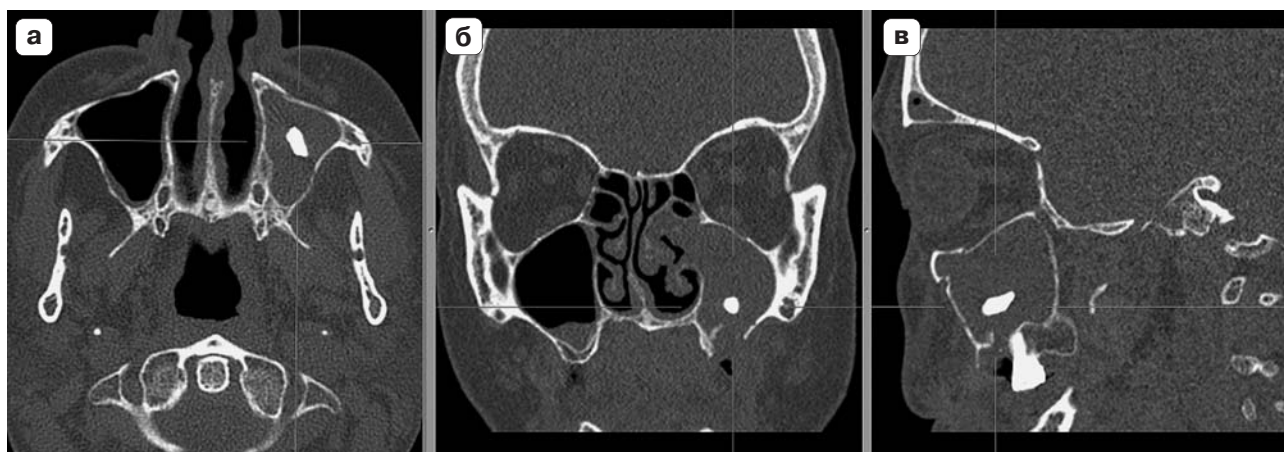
Инородное тело (корень зуба) в полости левой верхнечелюстной пазухи. Сочетание хронического одонтогенного верхнечелюстного синусита, искривления носовой перегородки, пролиферативных изменений в области левого носового хода. МСКТ-изображения в аксиальной (а), МРР в коронарной (б) и кососагитальной (в) плоскостях.
